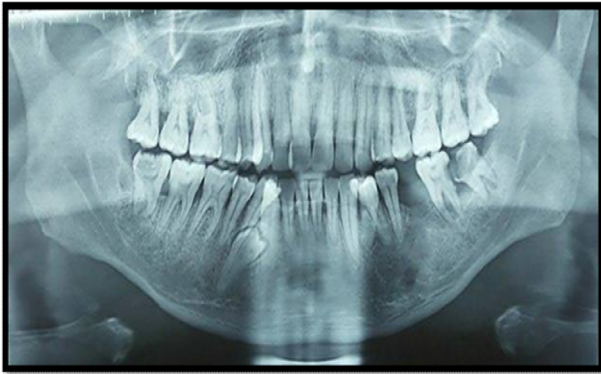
Radiografia panorâmica inicial dos supranumerários.
